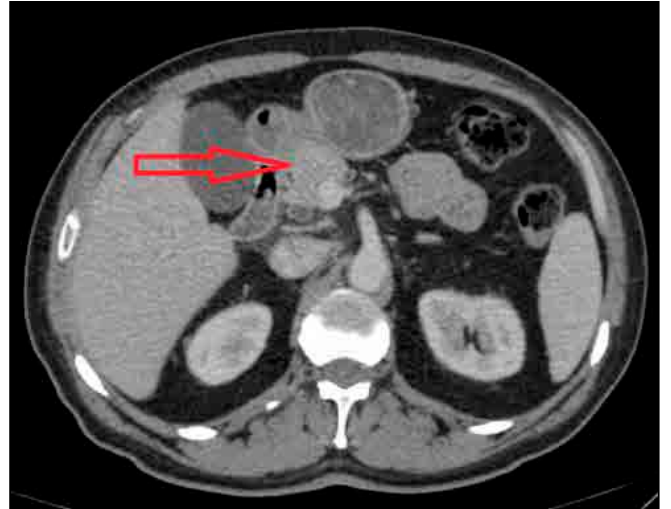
CT scan shows the pancreatic head (red arrow). Abdominal fatty tissue is seen where the neck, body and tail supposed to be.
